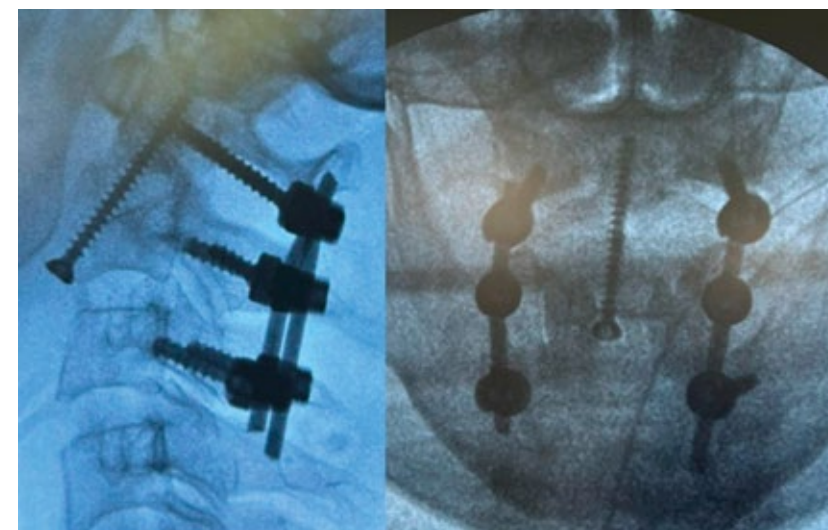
Интраоперационный рентгенологический контроль после циркулярной фиксации верхнешейного отдела позвоночника.
